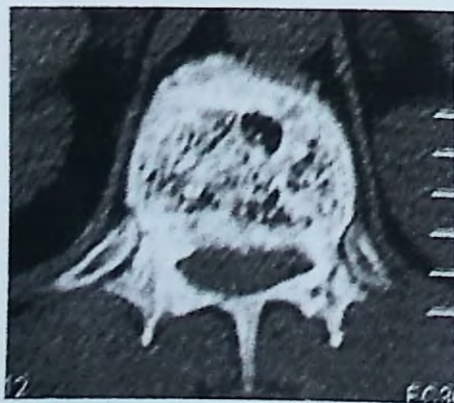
TC axial que muestra el engrosamiento trabecular y periosteal característicos de la EP.
